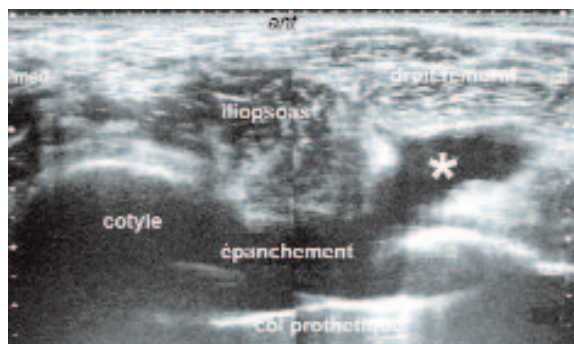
Prothèse totale de hanche gauche sans ciment à 2 mois postopératoires. Douleurs de l'aîne. Radiographies normales. Coupe échographique axiale dans l'axe du col prothétique. Épanchement liquidien de la néocavité articulaire s'étendant sous le muscle droit fémoral (astérisque). Ponction : liquide sérohématique non infecté.
